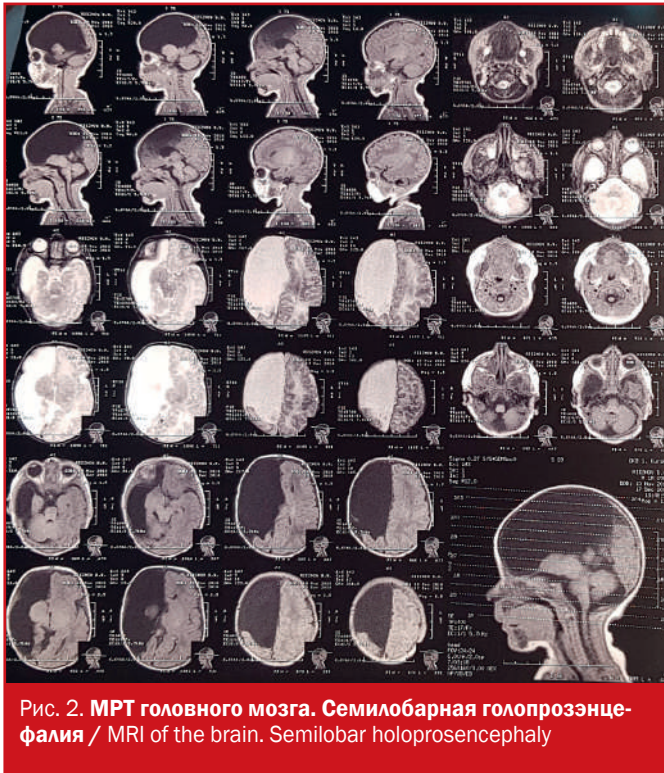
МРТ головного мозга. Семилобарная голопрозэнцефалия / MRI of the brain. Semilobar holoprosencephaly
